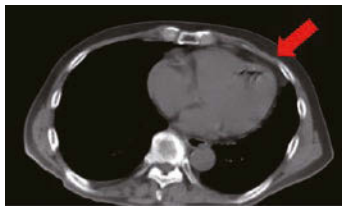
CT image showed gas in the coronary artery after CT-guided percutaneous needle biopsy. Arrow: air.
